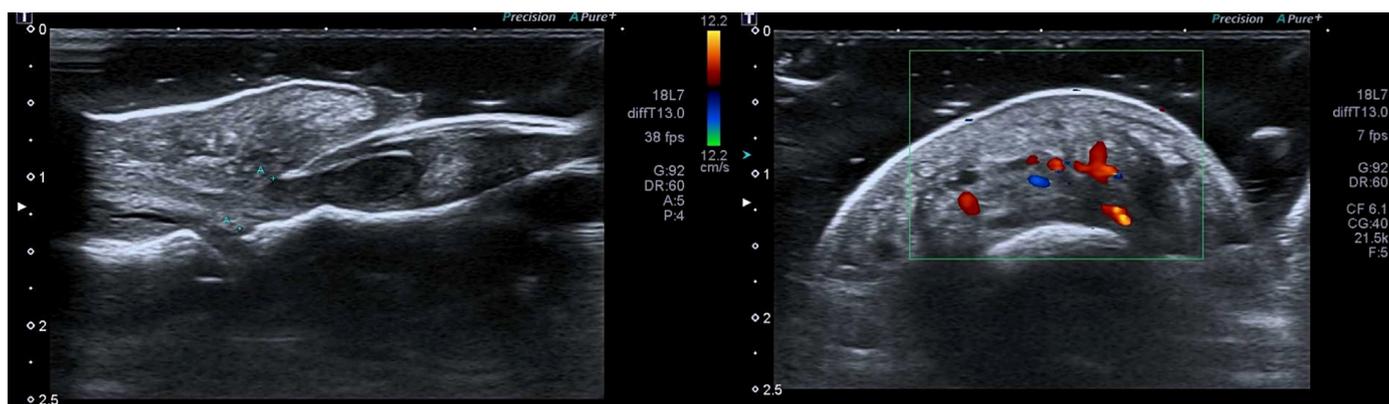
Ultrassonografia *doppler* de hálux esquerdo, em cortes lateral e frontal, evidenciando lâminas ungueais sobrepostas abaixo da borda ungueal proximal e fluxo sanguíneo aumentado na região do tecido de granulação
